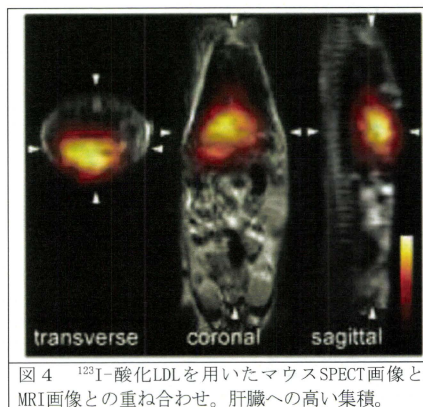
^{123}I -酸化LDLを用いたマウスSPECT画像とMRI画像との重ね合わせ。肝臓への高い集積。
